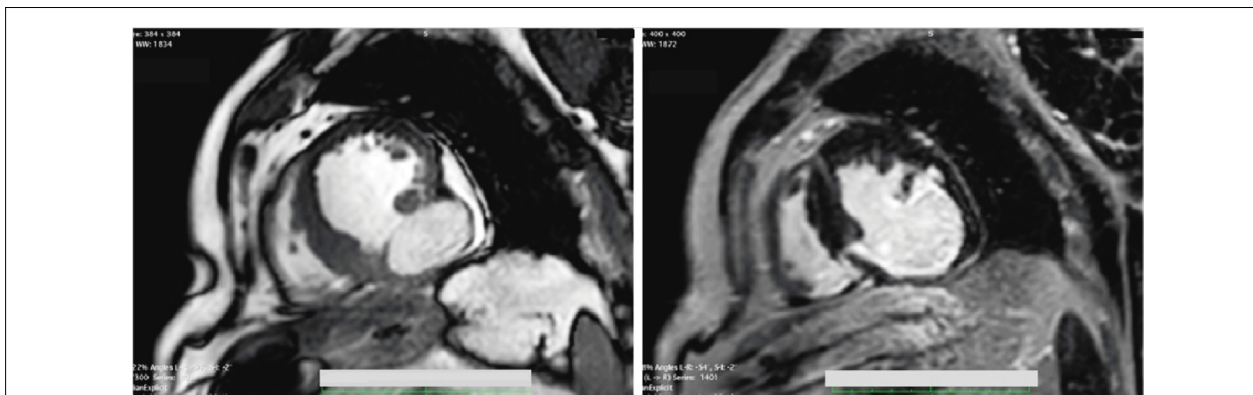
Ressonância magnética cardíaca – eixo curto.
